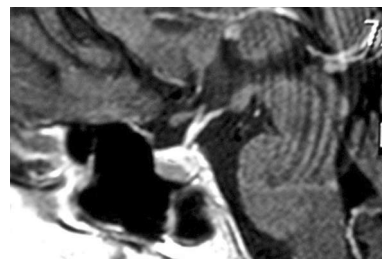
МРТ хворої Л., 30 р. з мікроаденомою гіпофіза, що секретує АКТГ, в нижній частині аденогіпофіза.
